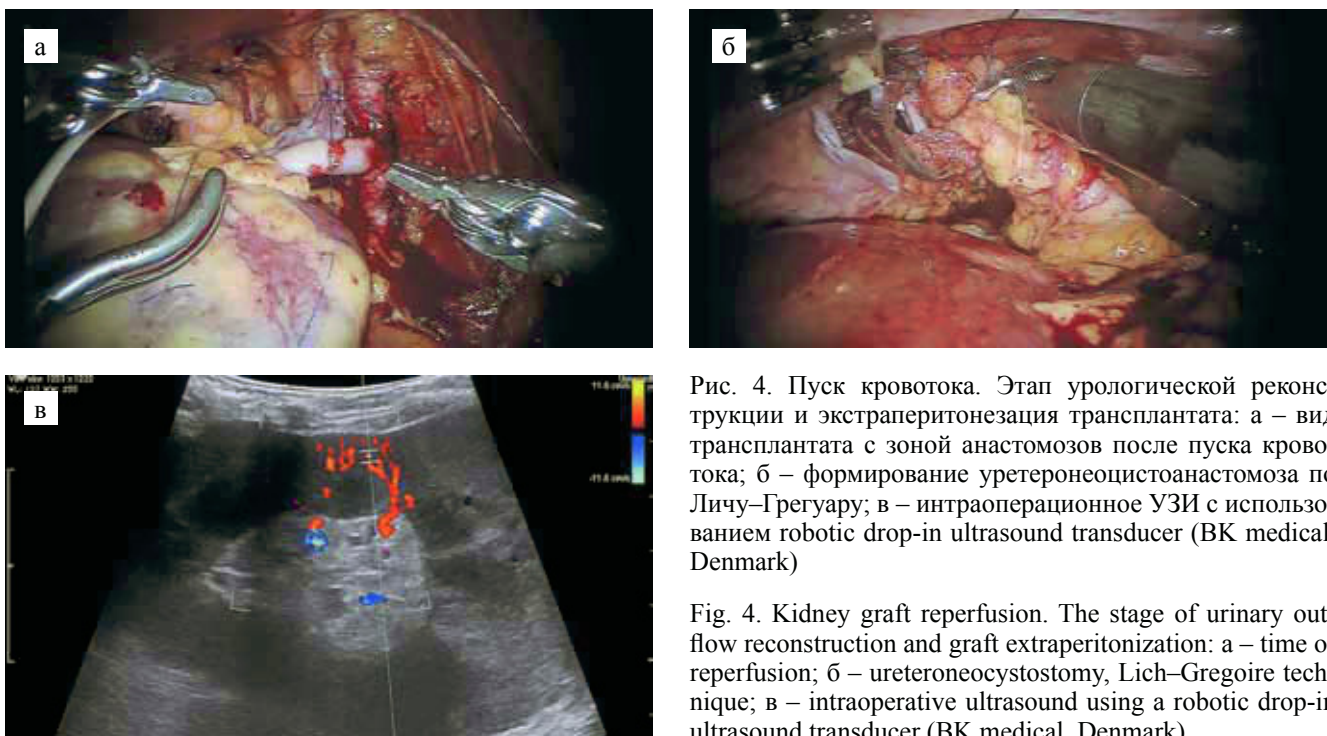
Пуск кровотока. Этап урологической реконструкции и экстраперитонеализация трансплантата: а – вид трансплантата с зоной анастомозов после пуска кровотока; б – формирование уретеронеоцистоанастомоза по Личу–Грегуару; в – интраоперационное УЗИ с использованием robotic drop-in ultrasound transducer (BK medical, Denmark)
